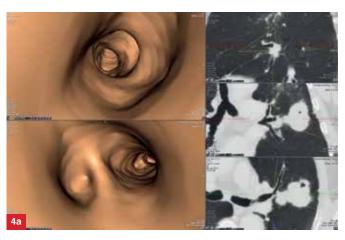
Периферический с централизацией рак левого легкого: а) виртуальная бронхоскопия и КТ – обтурация сегментарного бронха 3A; б) бронхоскопия, при ЧББ получен морфологический материал
